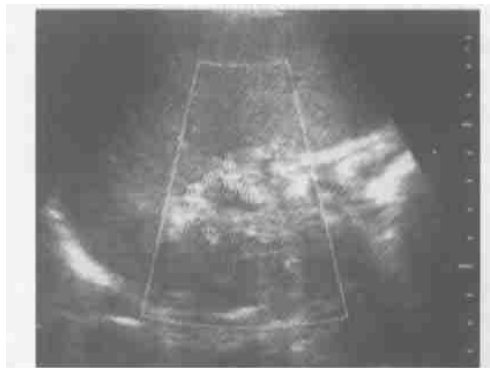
门静脉系统彩色多普勒超声示脾门处脾静脉走行弯曲,管腔不规则
